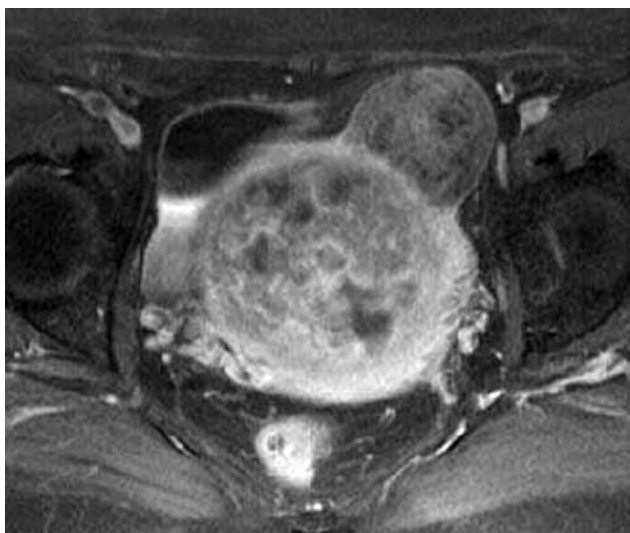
МРТ, T1-ВИ, аксиальная и сагиттальная томограммы
